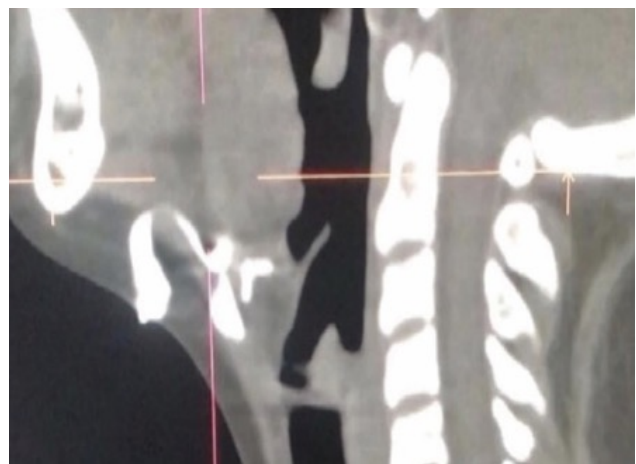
TC contrastado que confirma quiste tirogloso más tracto sinusal
